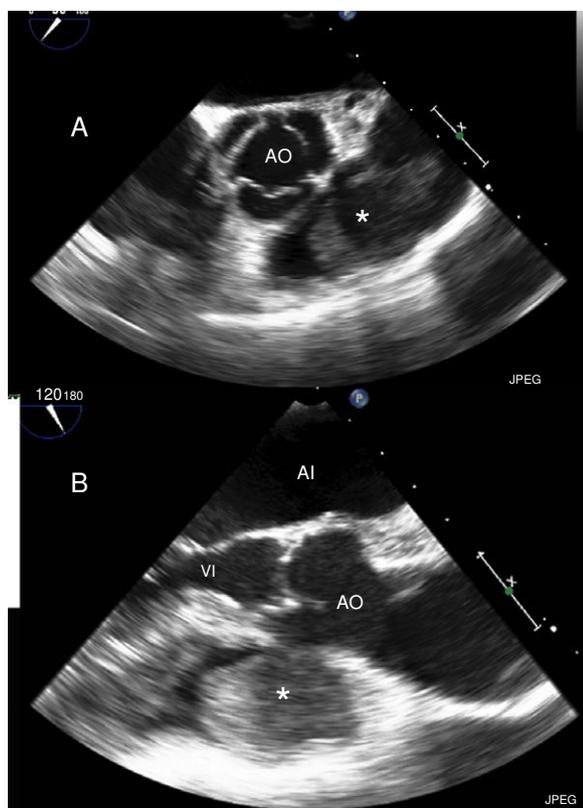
Ecocardiografía transesofágica. A. Proyección medio esofágica eje corto a nivel de grandes vasos. B. Proyección medio esofágica eje largo modificado. Se aprecia tumoración (*) que ocupa el tracto de salida del ventrículo derecho. AI: aurícula izquierda; AO: aorta. VI: ventrículo izquierdo.
